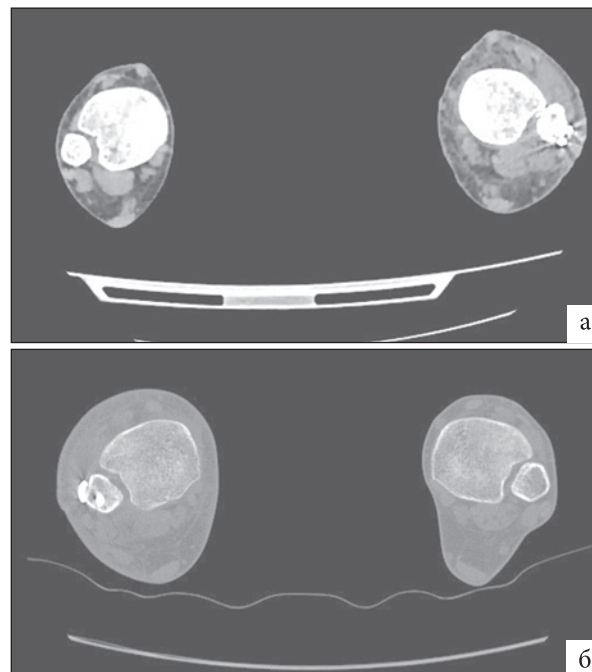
КТ-исследование после операции
